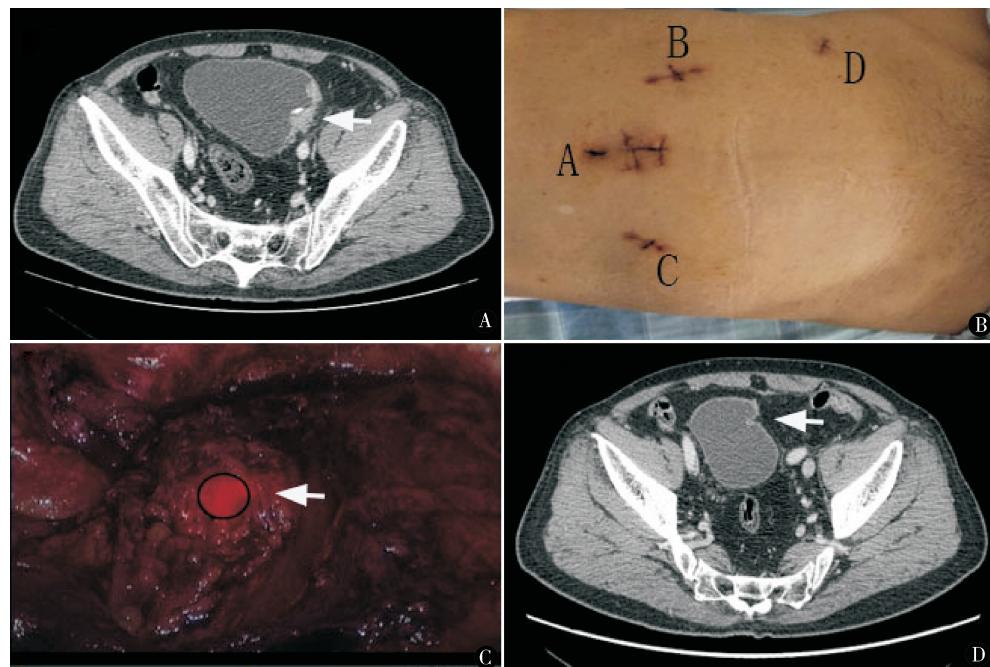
男, 79岁。A. 入院时盆腔 CT 示肿瘤位于左侧壁, 大小 $5.2 \text{ cm} \times 4.6 \text{ cm} \times 4.0 \text{ cm}$; B. 穿刺 trocar 位置; C. 术中膀胱软镜定位腹腔镜下膀胱外(箭头为膀胱软镜光源); D. 术后 3 个月复查盆腔 CT 未见肿瘤复发(箭头为缝合的膀胱切口)
